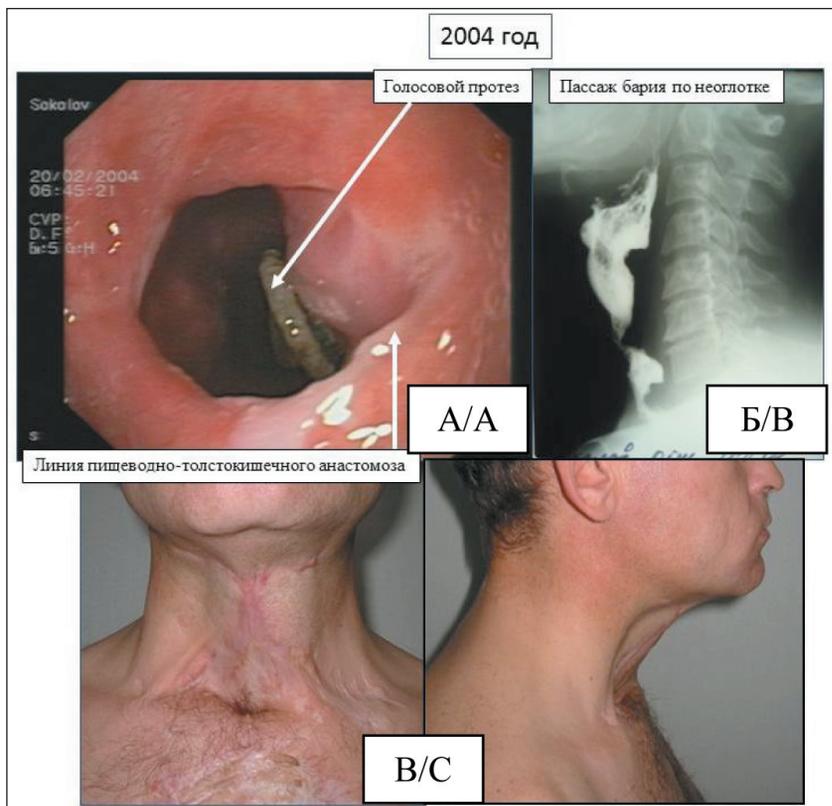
Фото пациента С. через 3 года после операции: А – эндоскопическое исследование просвета неоглотки с грибковым поражением голосового протеза; Б – рентгенологическое исследование неоглотки с контрастированием; В – внешний вид тканей шеи.
